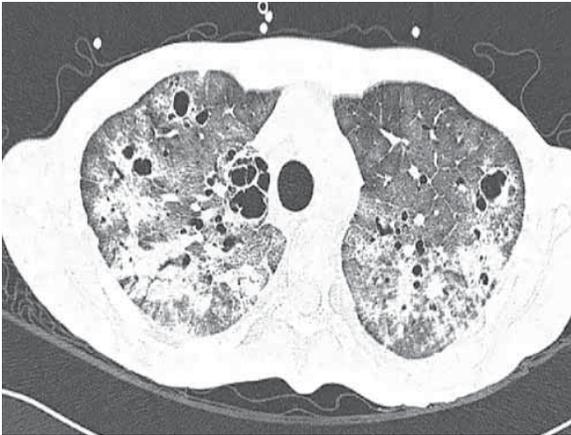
TAC de tórax en ventana para parénquima pulmonar. Se observa vidrio deslustrado así como múltiples quistes y engrosamiento septal interlobulillar, así como imágenes de consolidación ¹.
